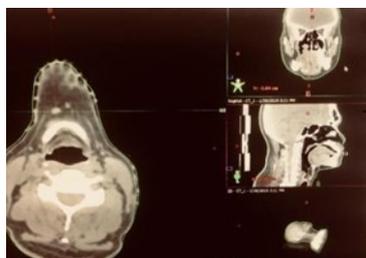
CT scan sebelum radiasi kepala dan leher penampang axial 4-10-2018.
